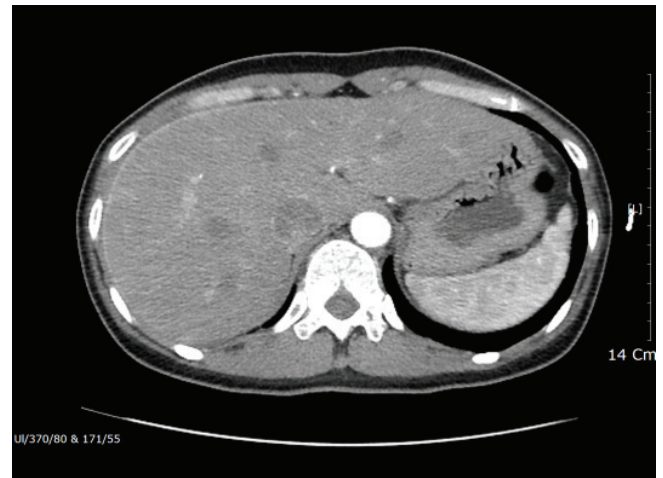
Arterial phase of abdomino-pelvic contrast-enhanced computed tomography of a 37-year-old woman who complaint right upper quadrant abdominal pain. Hepatic capsular enhancement is seen at the surface of the medial segment and the lateral aspect of the right lobe.
